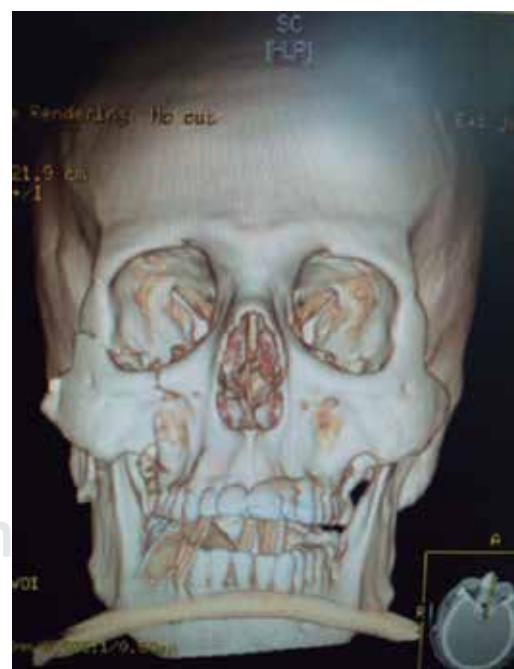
Tomografía computarizada con reconstrucción tridimensional donde se observa exclusivamente una fractura de malar en trípode.
